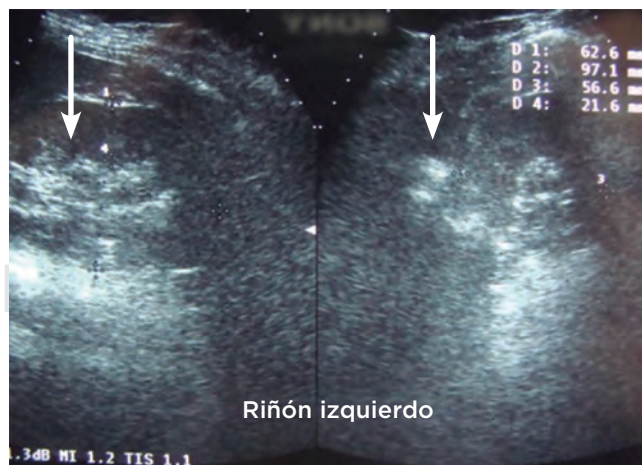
Caso 1. Ultrasonido renal simple. La flecha indica la zona con hiperecogenicidad por el depósito de calcio en el parénquima. En este caso la imagen demuestra que no hay progresión en el depósito de calcio a largo plazo.
